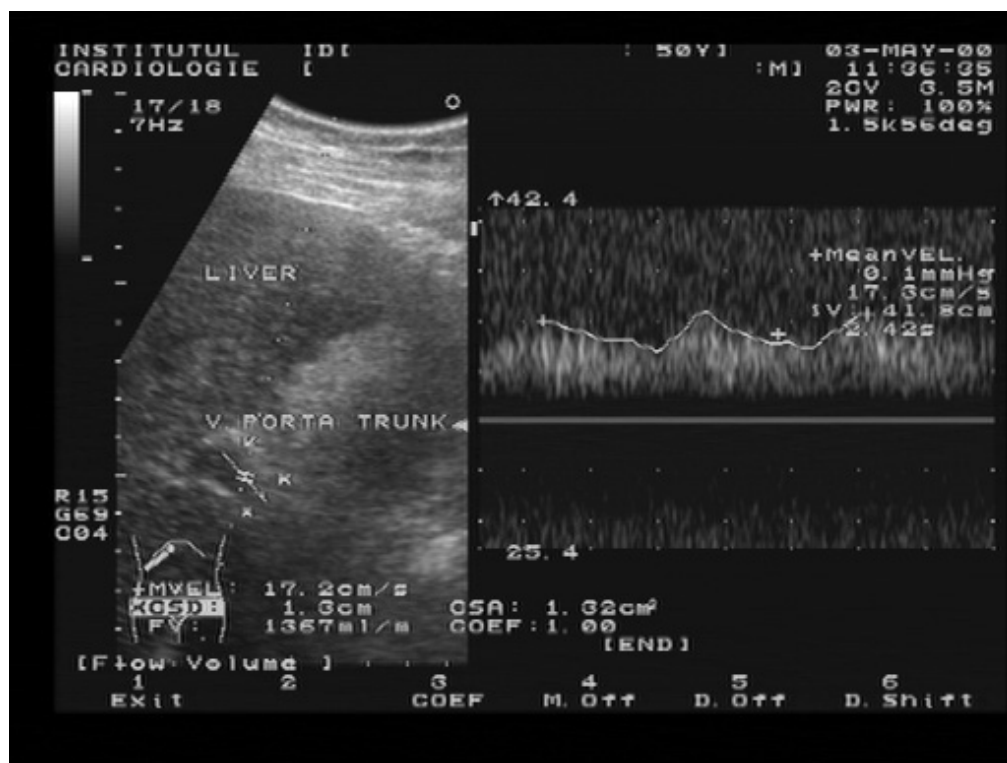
Aprecierea ecografică a diametrului, a vitezei medii și al volumului fluxului sanguin în trunchiul venei porte
